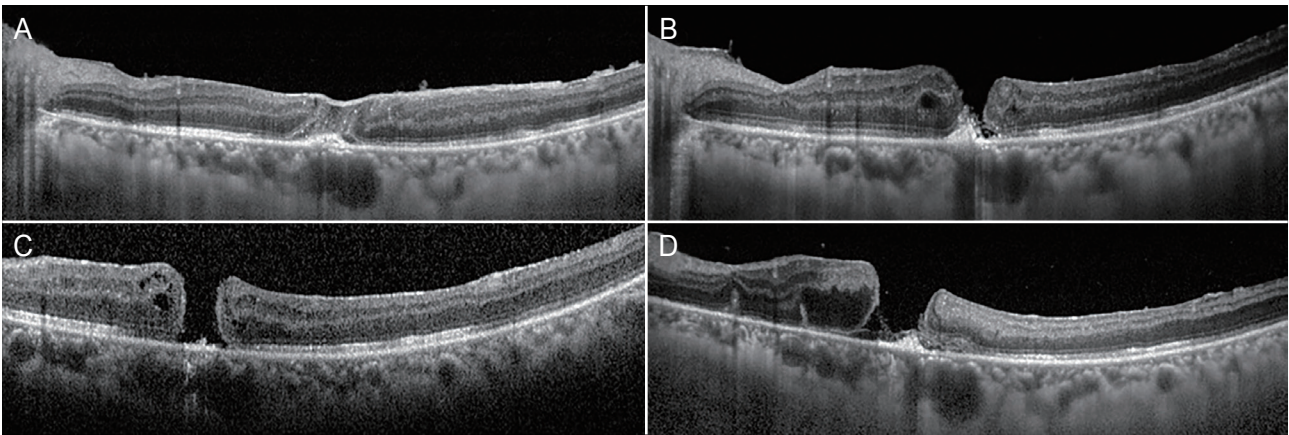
OCT after therapeutic vitrectomy with autologous ILM transplantation and SF₆ gas injection (second operation). (A) Temporary closure of the macular hole after the second operation. (B) Re-opening of the macular hole after the second operation. (C) Recurred macular hole continuously remaining after C₃F₈ injection. (D) Remaining macular hole after additional vitrectomy with autologous platelet concentrate injection, SF₆ gas injection, and gentle massage around macular hole using an extrusion needle. OCT = optical coherence tomography; ILM = inner limiting membrane; SF₆ = sulphur hexafluoride; C₃F₈ = perfluoropropane.
